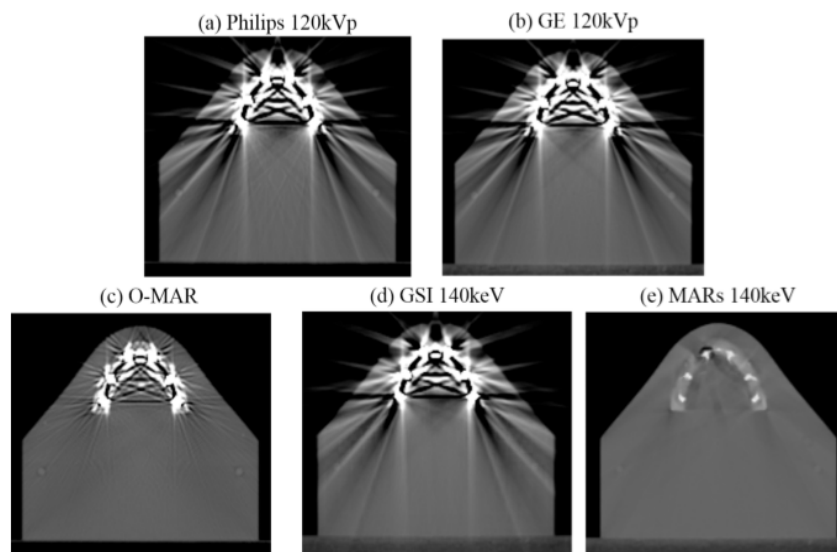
CT images of the dental phantom with amalgam fillings (window level = 500 and window width = 2500) using baseline, uncorrected imaging methods (Philips 120 kVp and GE 120 kVp) and artifact reduction methods (O-MAR, GSI 140 keV, and MARs 140 keV).
